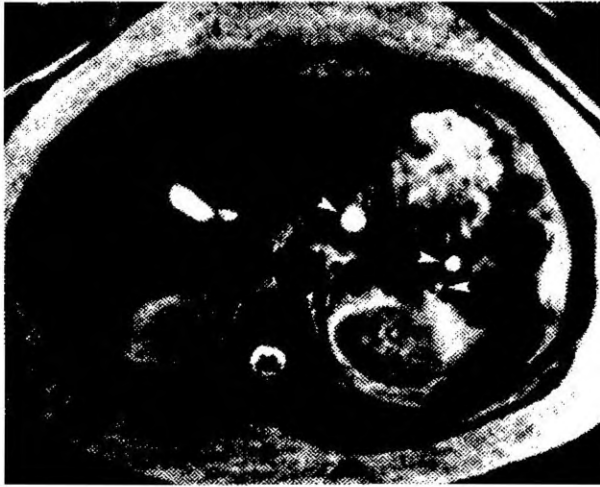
Магнитно-резонансная томография больного С. с диагнозом синдрома множественных эндокринных неоплазий I типа. Множественные гастриномы поджелудочной железы. Аденома паращитовидной железы. В теле поджелудочной железы определяются три гастриномы.
